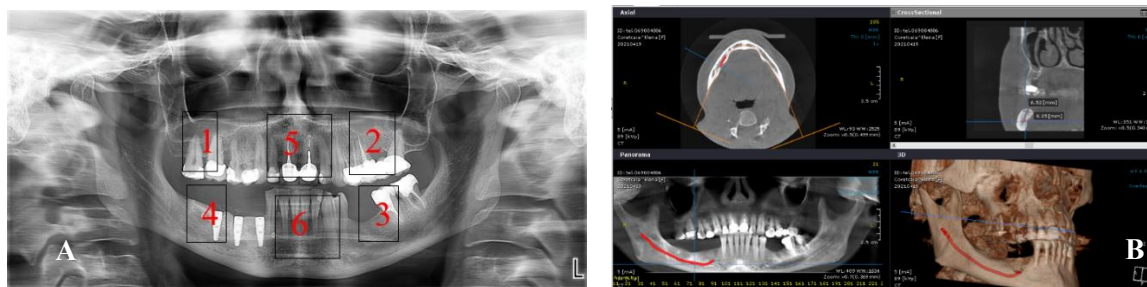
Examenul radiologic figura A -OPG cu indicarea situsurilor care au fost supuse regenerării și figura B secțiune de CBCT la nivelul mandibulei
